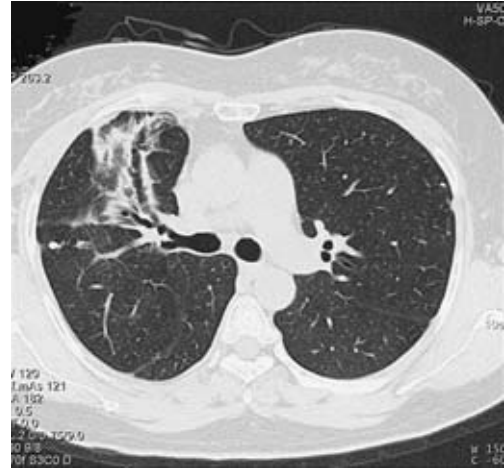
Chest CT findings after lithoptysis, showing improved infiltration in the S³ field and new bronchiectasis in B³.
